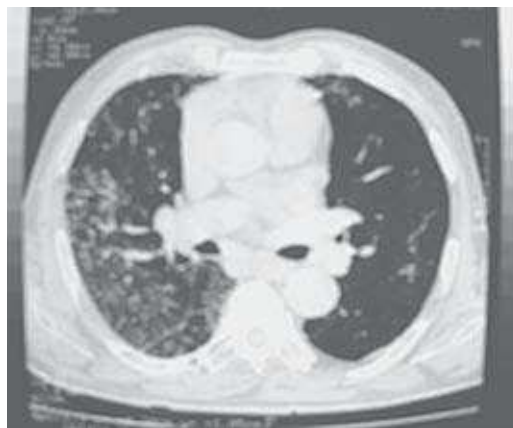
TC torácica (14-3-2002)
